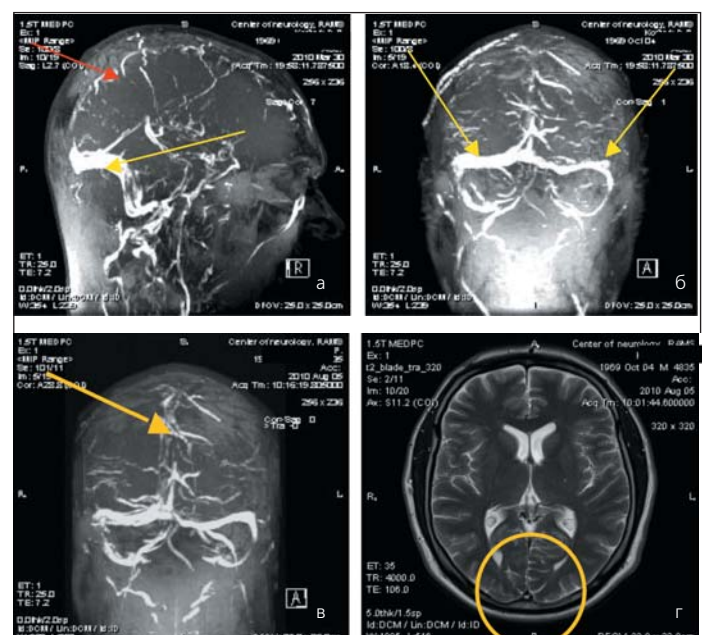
МРТ головного мозга и MR-веносинусография. а, б – через 10 дней от начала лечения. в, г – через 4 мес. от начала лечения
